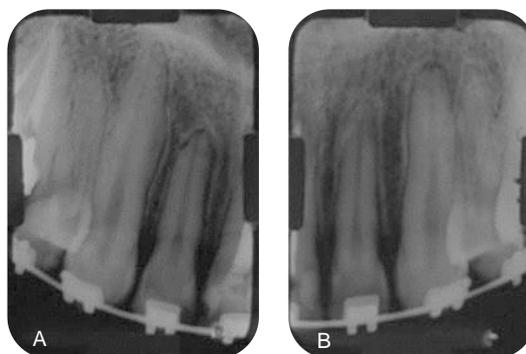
(A-B) – Radiografias periapicais previamente à instalação dos mini-implantes
